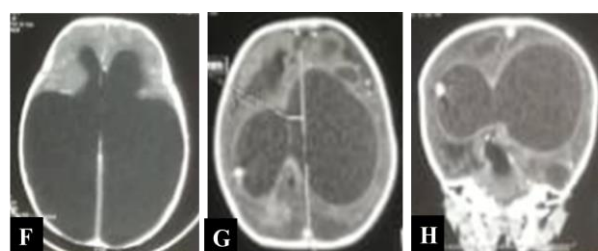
Tomodensitométrie (TDM) cérébrale
